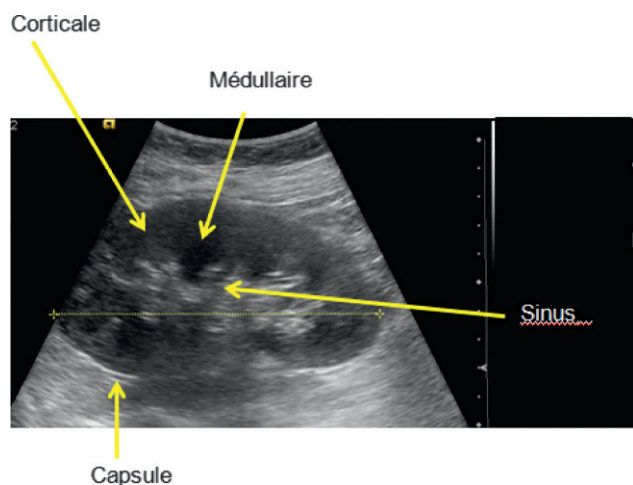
Caractérisation échographique du tissu rénal.
